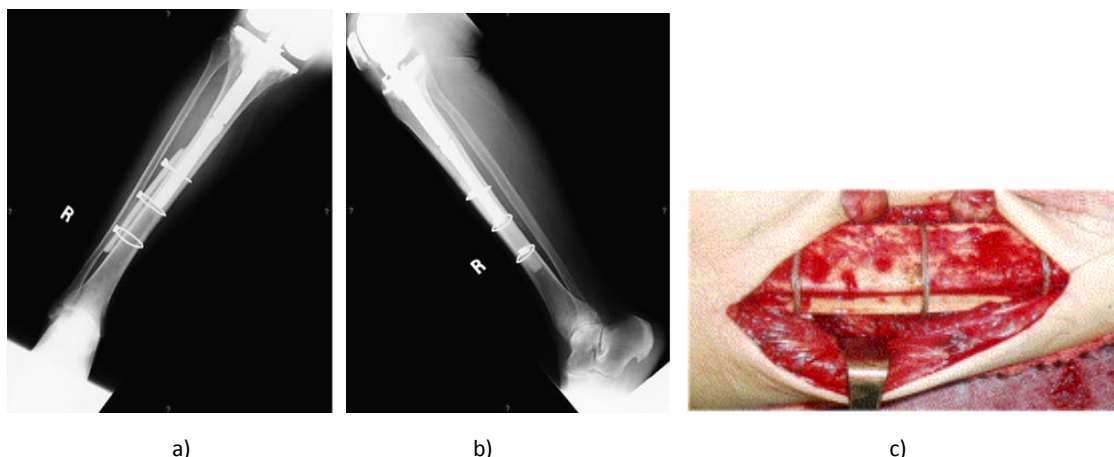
a) Radiografia antero-posterior da tíbia com enxerto estrutural. b) Radiografia lateral da tíbia com enxerto estrutural. c) Imagem do enxerto estrutural com cabo [80].
